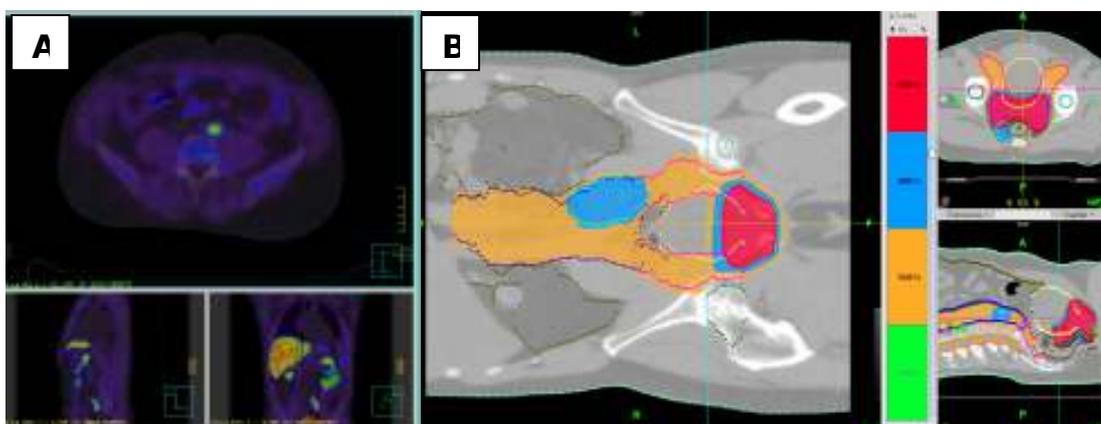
A) immagini della TC-PET con colina di simulazione virtuale per la pianificazione del trattamento radioterapico, in paziente con adenocarcinoma della prostata ad alto rischio cT3bN2M0. B) immagini del piano di trattamento radioterapico con visualizzazione tridimensionale delle isodosi
